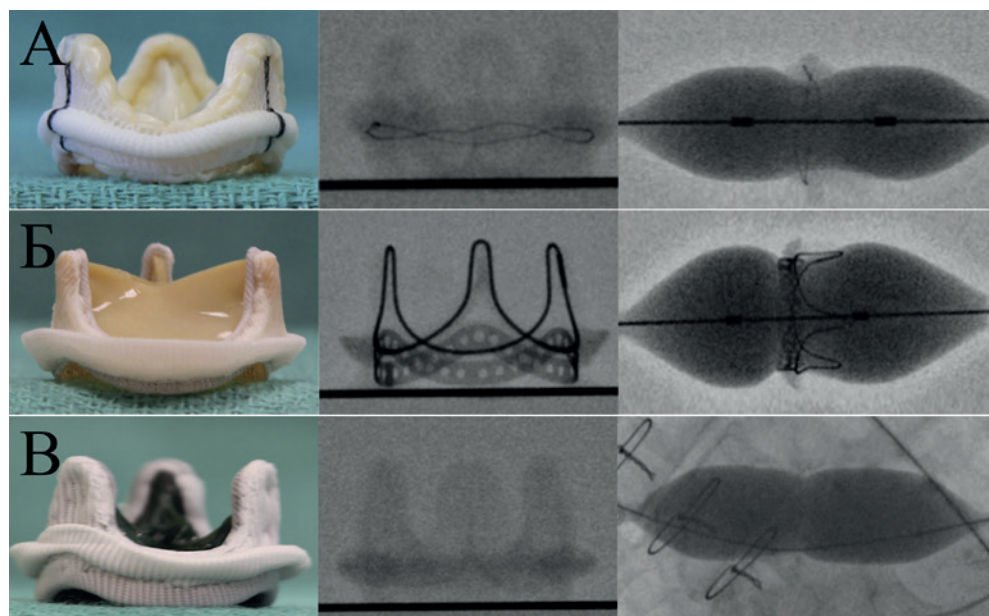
Пример рентген-визуализации некоторых каркасных биопротезов: А — Epic valve (St. Jude Medical); Б — Perimount valve (Edwards LifeSciences LLC, США); Б — Intact valve (Medtronic plc, США).
